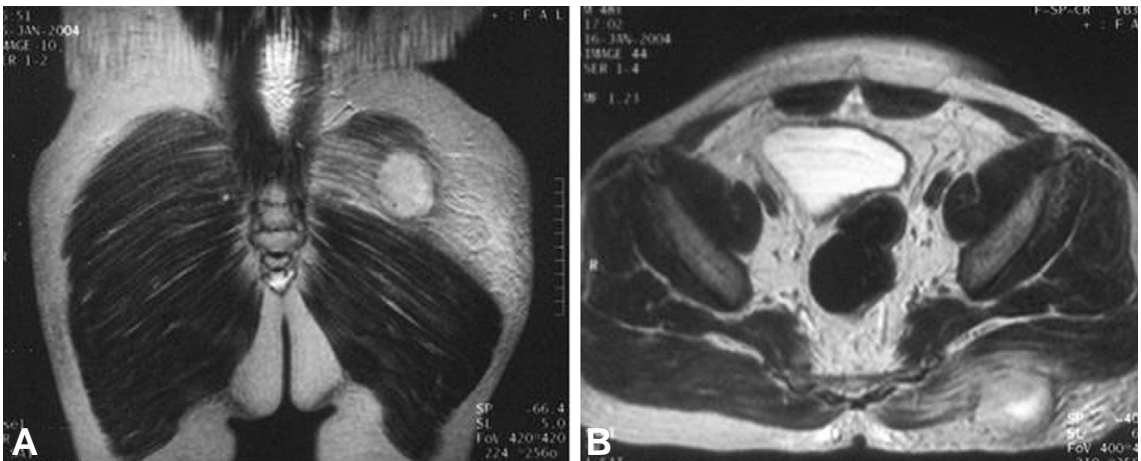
Coronal (A) and axial (B) MR images show well defined soft tissue mass in the gluteus muscle with high signal intensity on the T2-weighted image.
